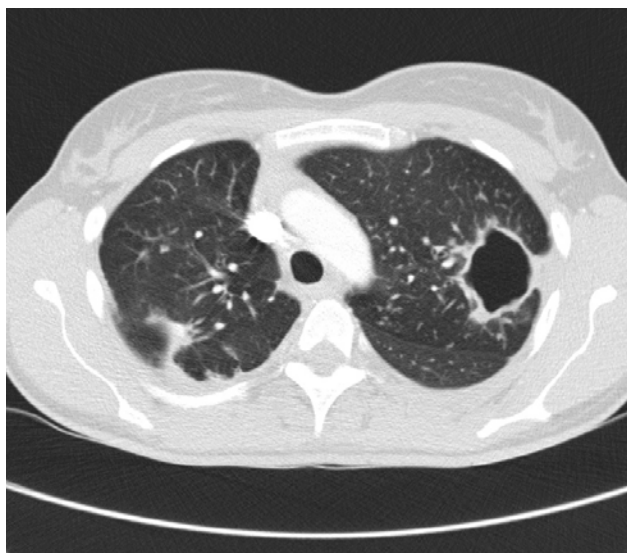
CT hrudníka, axiálny rez, pľúcne okno, 37-ročnej ženy z kazuistiky č. 2, v liečbe pre multirezistentnú tuberkulózu, pred chirurgickým výkonom – hornou lobektomiou vľavo. Obojstranne centrilobulárne pľúcne nodulácie, vľavo s prítomným kavitujúcim nodulom v dolnom pľúcnom poli.
